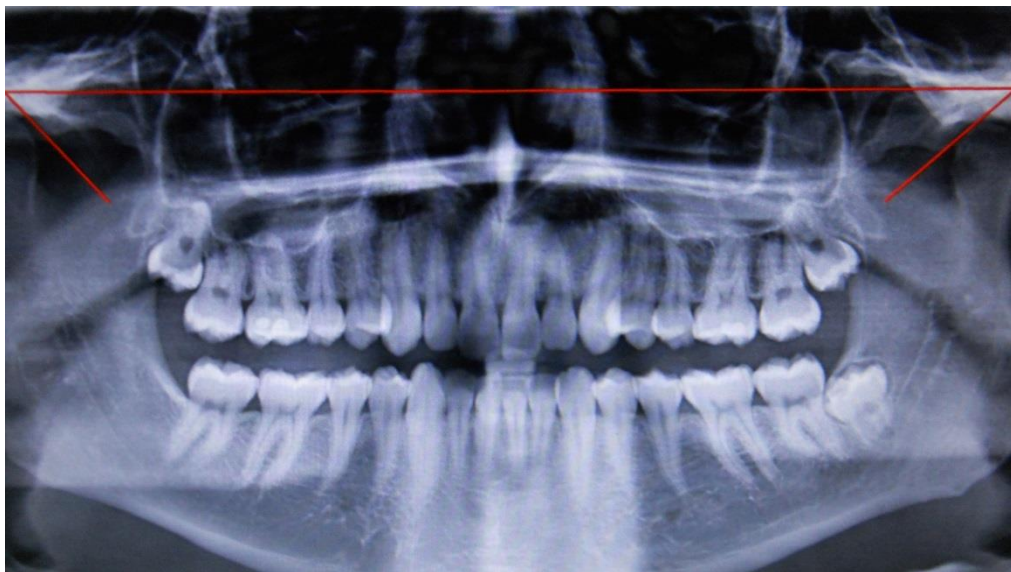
Traçados na ortopantomografia
